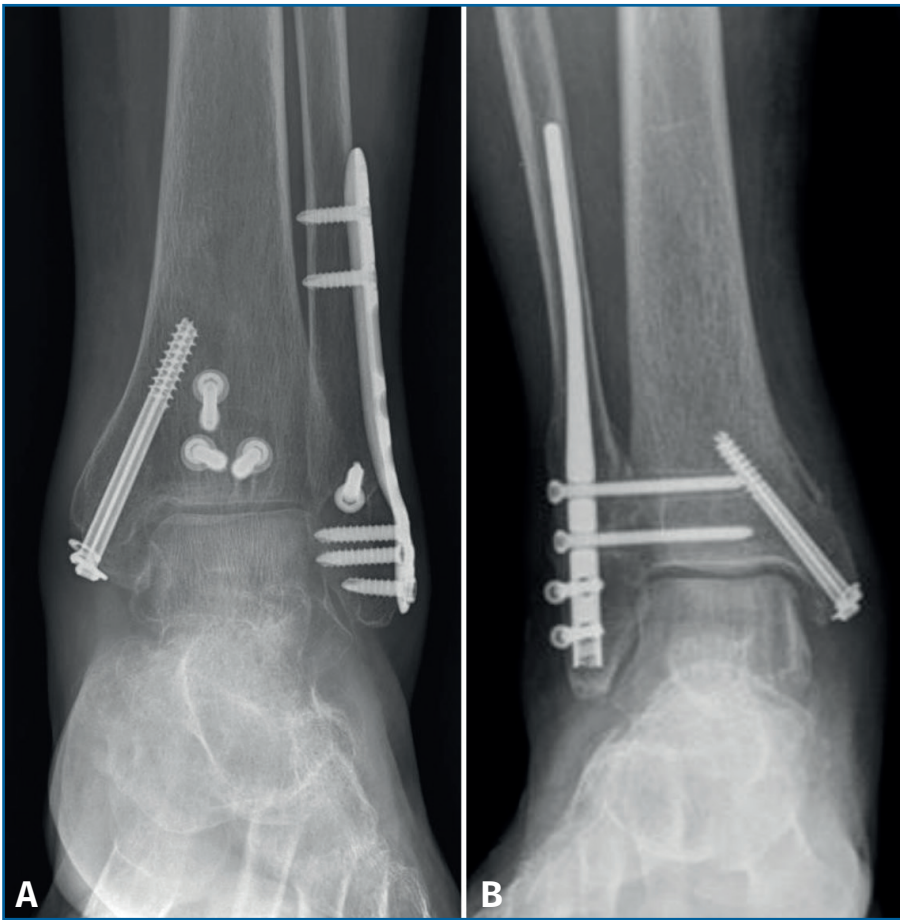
A: radiografías de pacientes intervenidos mediante: reducción abierta y fijación interna (RAFI); y B: enclavado endomedular de peroné.
